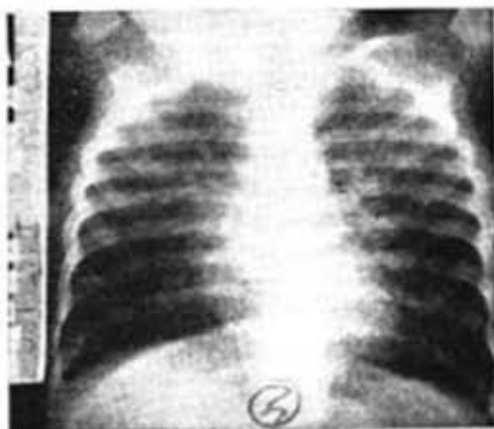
(7-III-69). Obsérvese la radiografía del paciente a su ingreso en la que se observa una imagen similar a la anterior.
